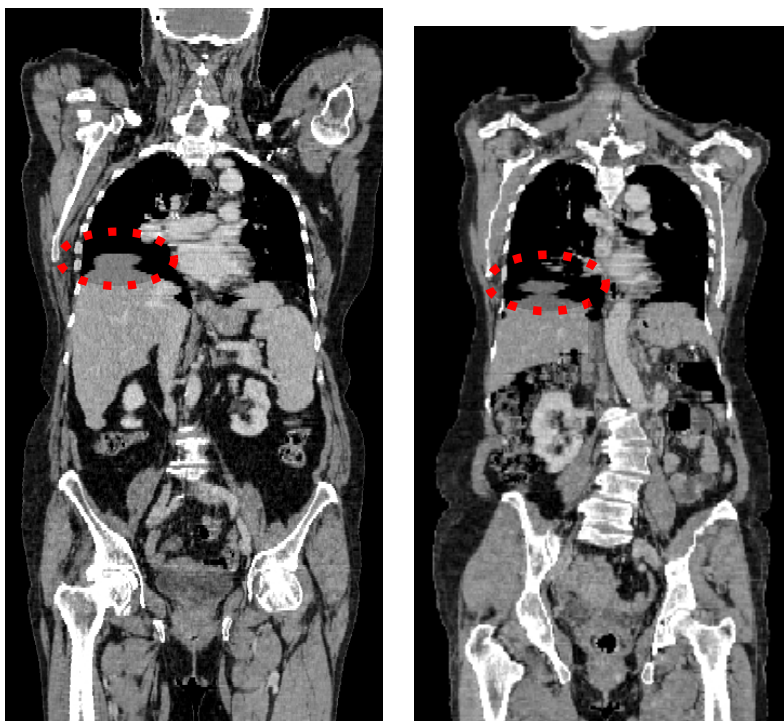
Artefacts présents sur des images TDM utilisées pour la correction d'atténuation
